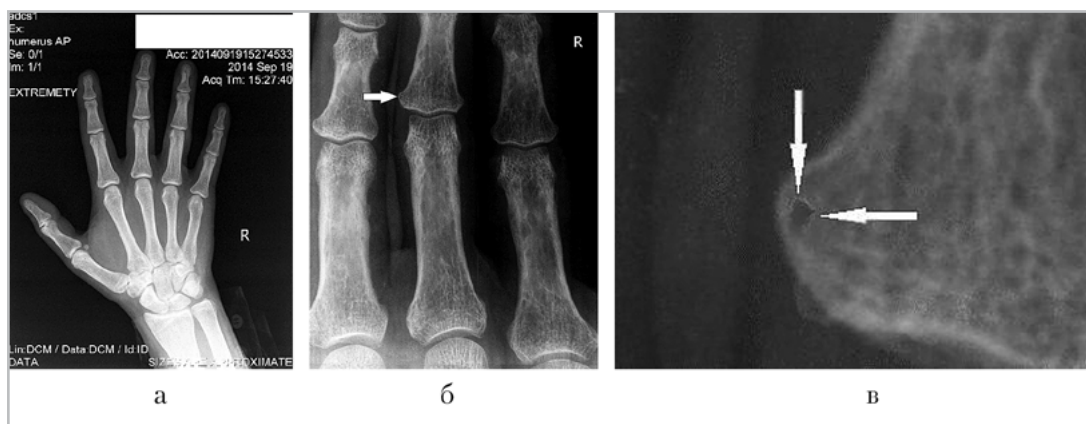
Рентгенограммы пациента М., 54 года. Диагноз «ревматоидный артрит». На рентгенограмме кисти (а) патологических изменений не определяется. На рентгенограмме кисти, выполненной при помощи микрофокусной рентгенографии с прямым увеличением изображения в 5,5 раза (б, в), в области основания средней фаланги III пальца определяется кистовидное просветление костной ткани, очерченное склеротическим ободком (стрелка)
